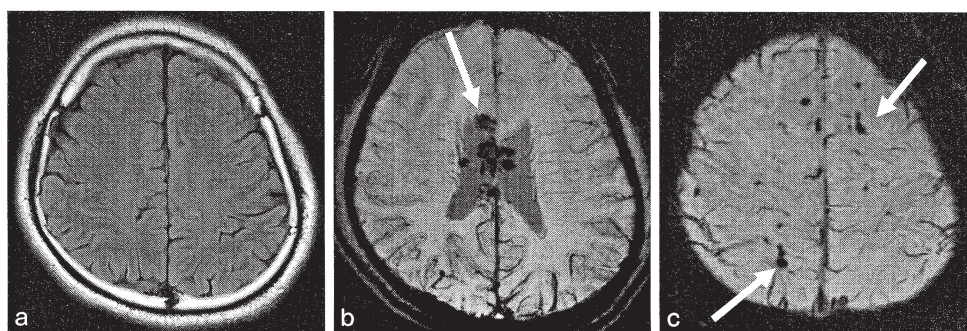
びまん性軸索損傷例のMRI画像（20代，男性）
